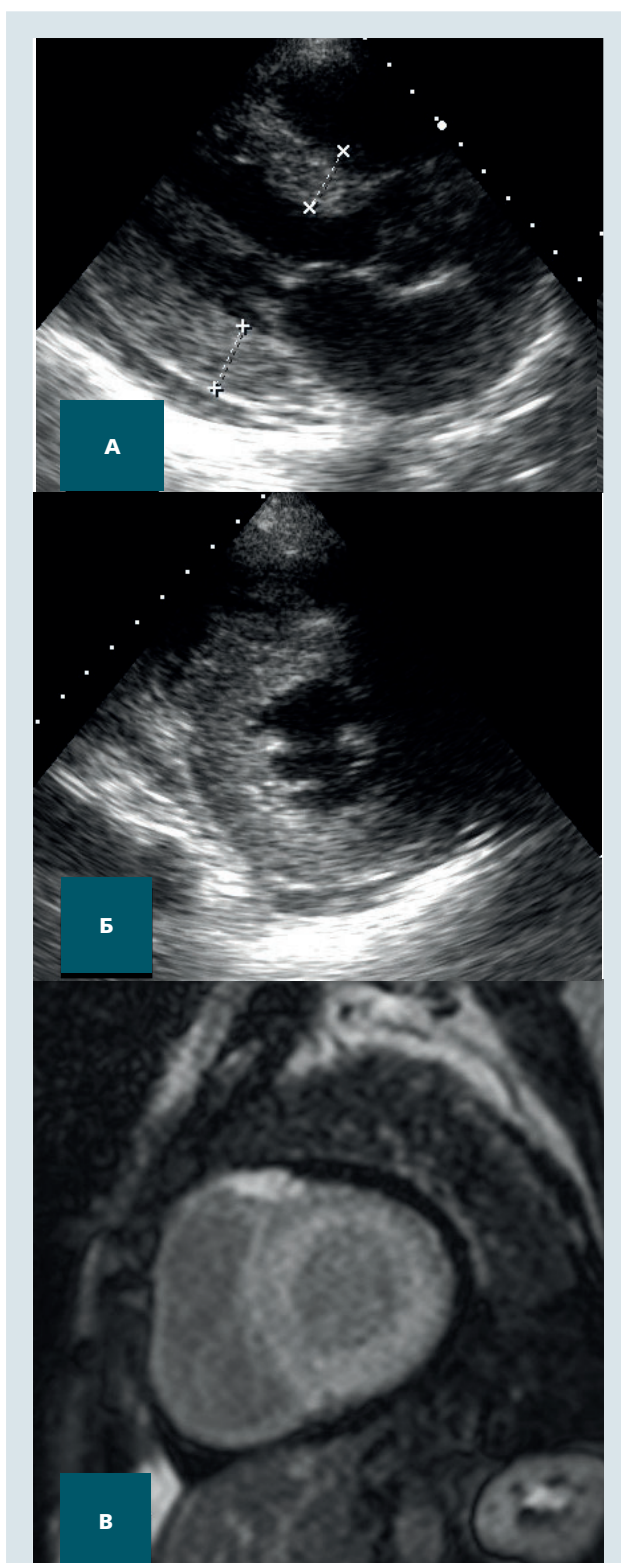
Амілоїдна кардіоміопатія: А, Б – симетричний тип гіпертрофії лівого шлуночка при хокардіографії; В – магніторезонансна томографія серця з контрастуванням при амілоїдній кардіоміопатії. Циркулярне субендокардіальне накопичення контрасту, патогномонічне для амілоїдної кардіоміопатії
